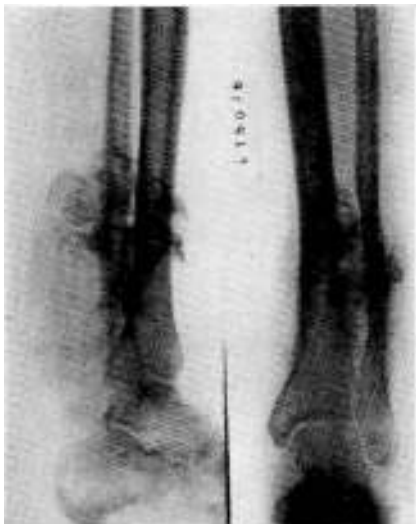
M. M. Condrcblastoma osteogénico. Radiografía de frente y lateral. Se ve el desarrollo posterior del tumor con características radiológicas de tumor cartilaginoso en su polo superior y la invasión destructiva del borde interno del peroné.
